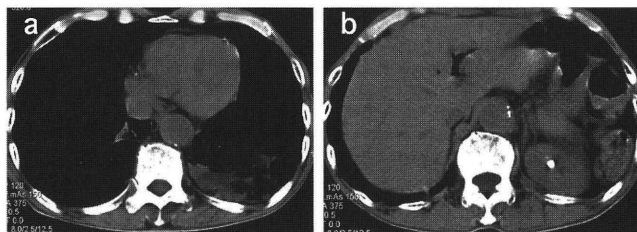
入院時胸腹部 CT 写真：(a) 左下肺野に浸潤陰影を認め、(b) 樹枝状の肝内ガス像を認める。
